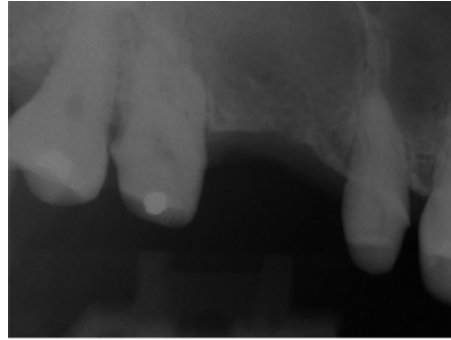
A periapical view of 4 months after operation
